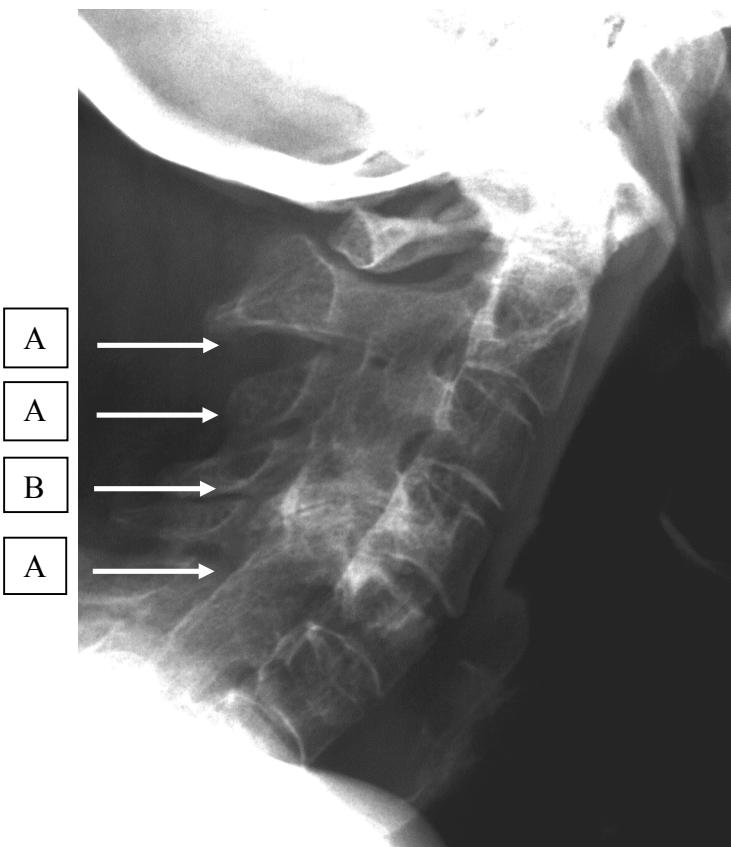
Valutazione delle alterazioni radiografiche del rachide cervicale di un paziente con artrite psoriasica, utilizzando il PASRI. A) fusione completa dell'articolazione interapofisaria, punteggio = 1; B) riduzione della rima articolare senza fusione completa, punteggio = 0. Punteggio PASRI = 3. Punteggio m-SASSS = 0.
